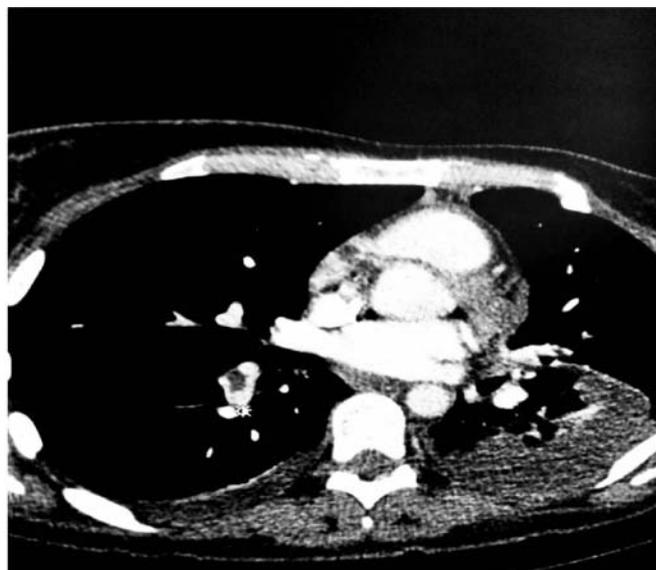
Средостенный режим МСКТ органов грудной клетки с контрастированием: нарушение распространения контраста по долевым и сегментарным ветвям легочной артерии слева и справа
